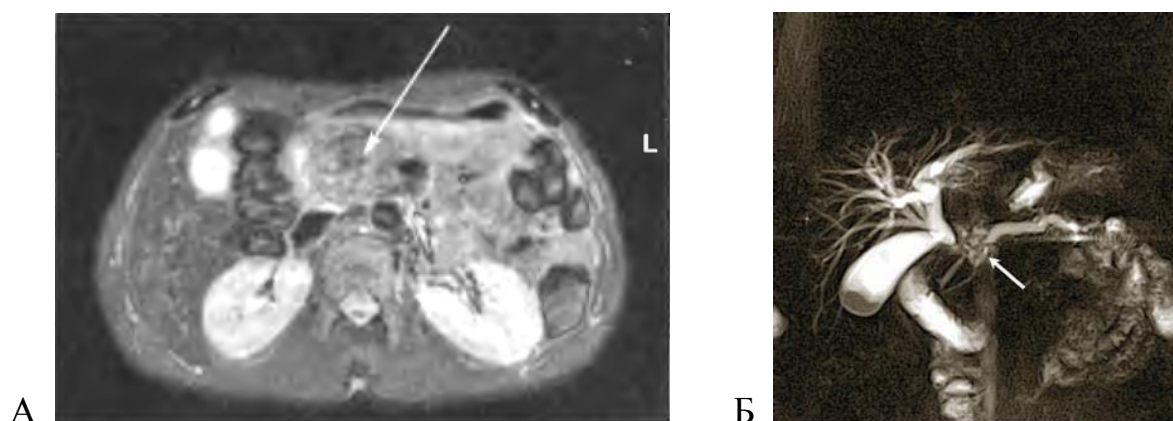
МРТ при хроническом псевдотуморозном панкреатите: А - стрелкой указана увеличенная головка ПЖ; Б - псевдотуморозный панкреатит со сдавлением холедоха и билиарной гипертензией
